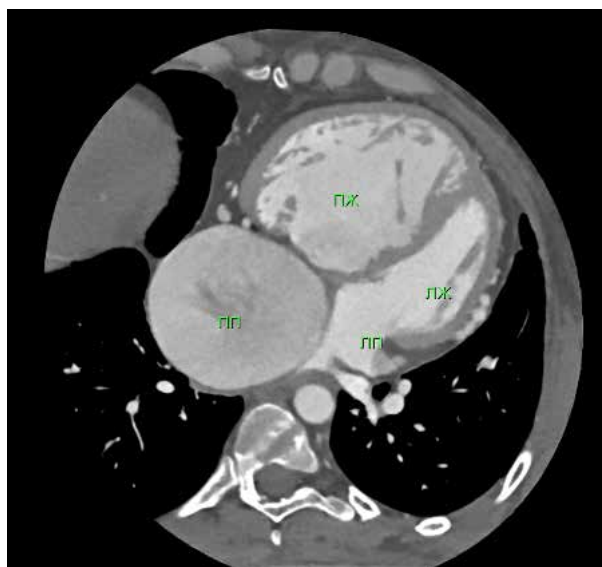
МСКТ в аксиальной проекции на уровне межжелудочковой перегородки. Анатомические особенности пациента.
